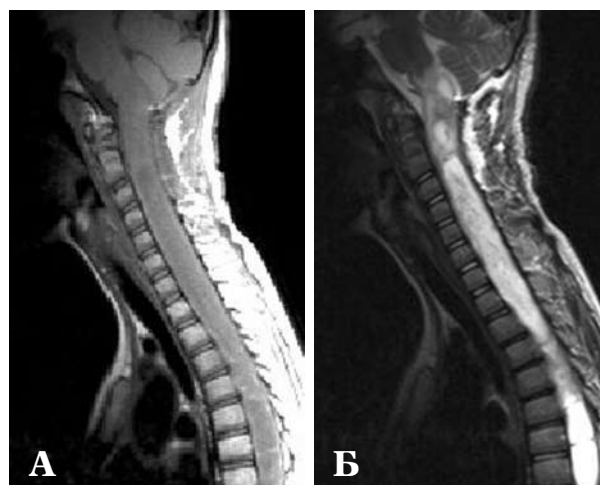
Томограма. Астроцітома шийно-грудного відділу спинного мозку. T1- (А) та T2-ЗЗ (Б) в сагітальній площині — пухлина шийно-грудної локалізації з інфільтративним поширенням у довгастий мозок. Складається враження про інфільтрацію пухлиною стовбура мозку. Контрастування не застосовували, що не дозволило встановити верхню межу пухлини.
